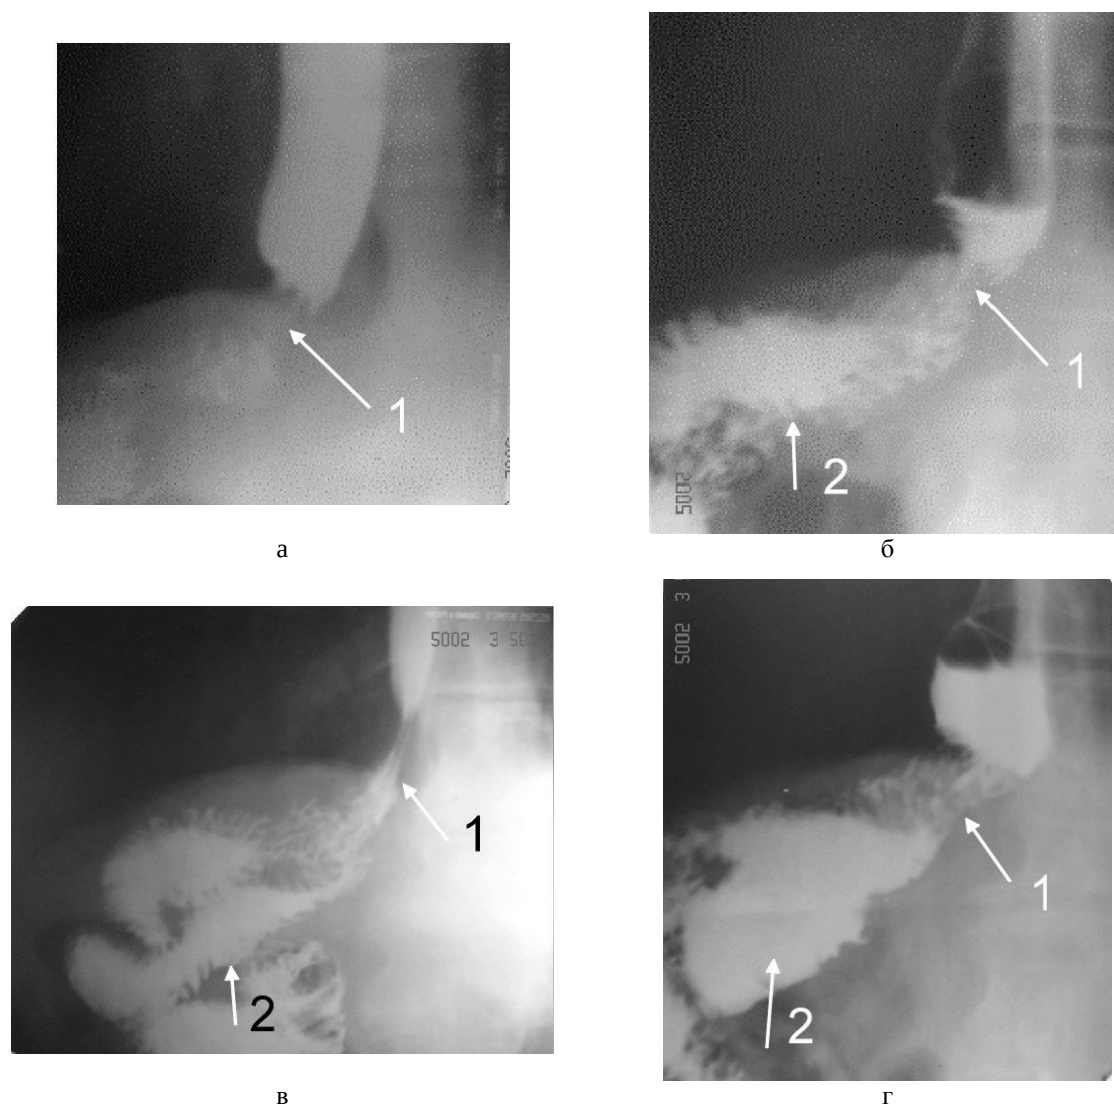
Рентгенограммы функциональной активности образования, аналогичного желудку: а, б, в, г – различные фазы функциональной активности, 1 – пищеводно-тонкокишечный анастомоз, 2 – аналог желудка
